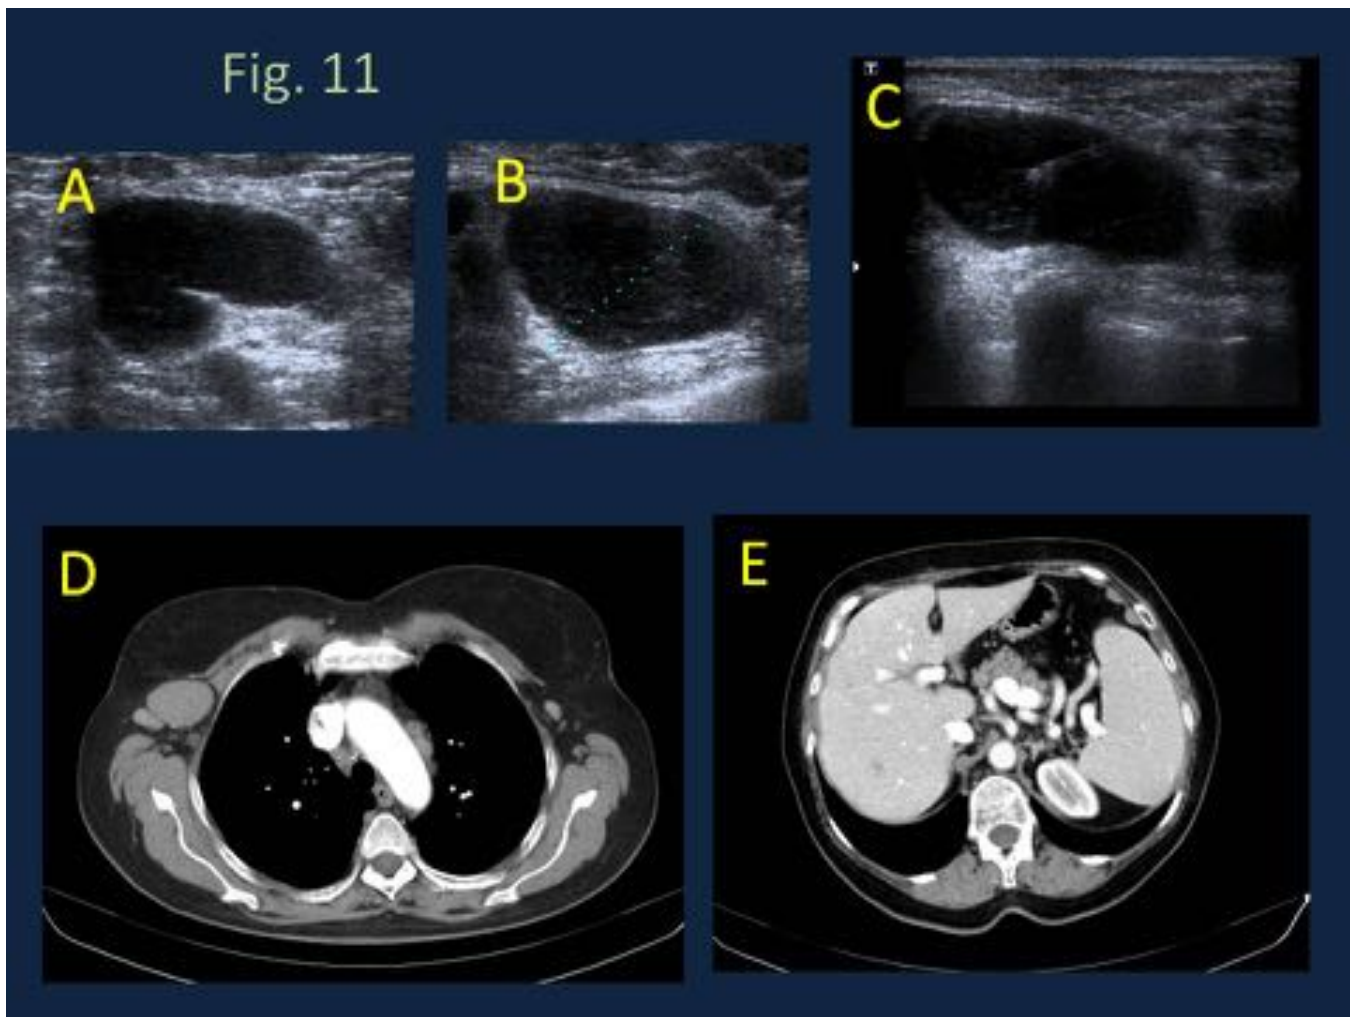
Paciente de 72 años con adenopatías axilares bilaterales. La mamografía fue normal. En la ecografía se observaban ganglios patológicos bilaterales (A y B). Se realizó BAG de uno de ellos (C). La mamografía fue normal. En la TC se identificaban adenopatías axilares, cervicales, mediastínicas, retroperitoneales e inguinales (D), además de esplenomegalia (E). El diagnóstico anatómo-patológico fue de Linfoma no Hodgkin B del manto folicular.
